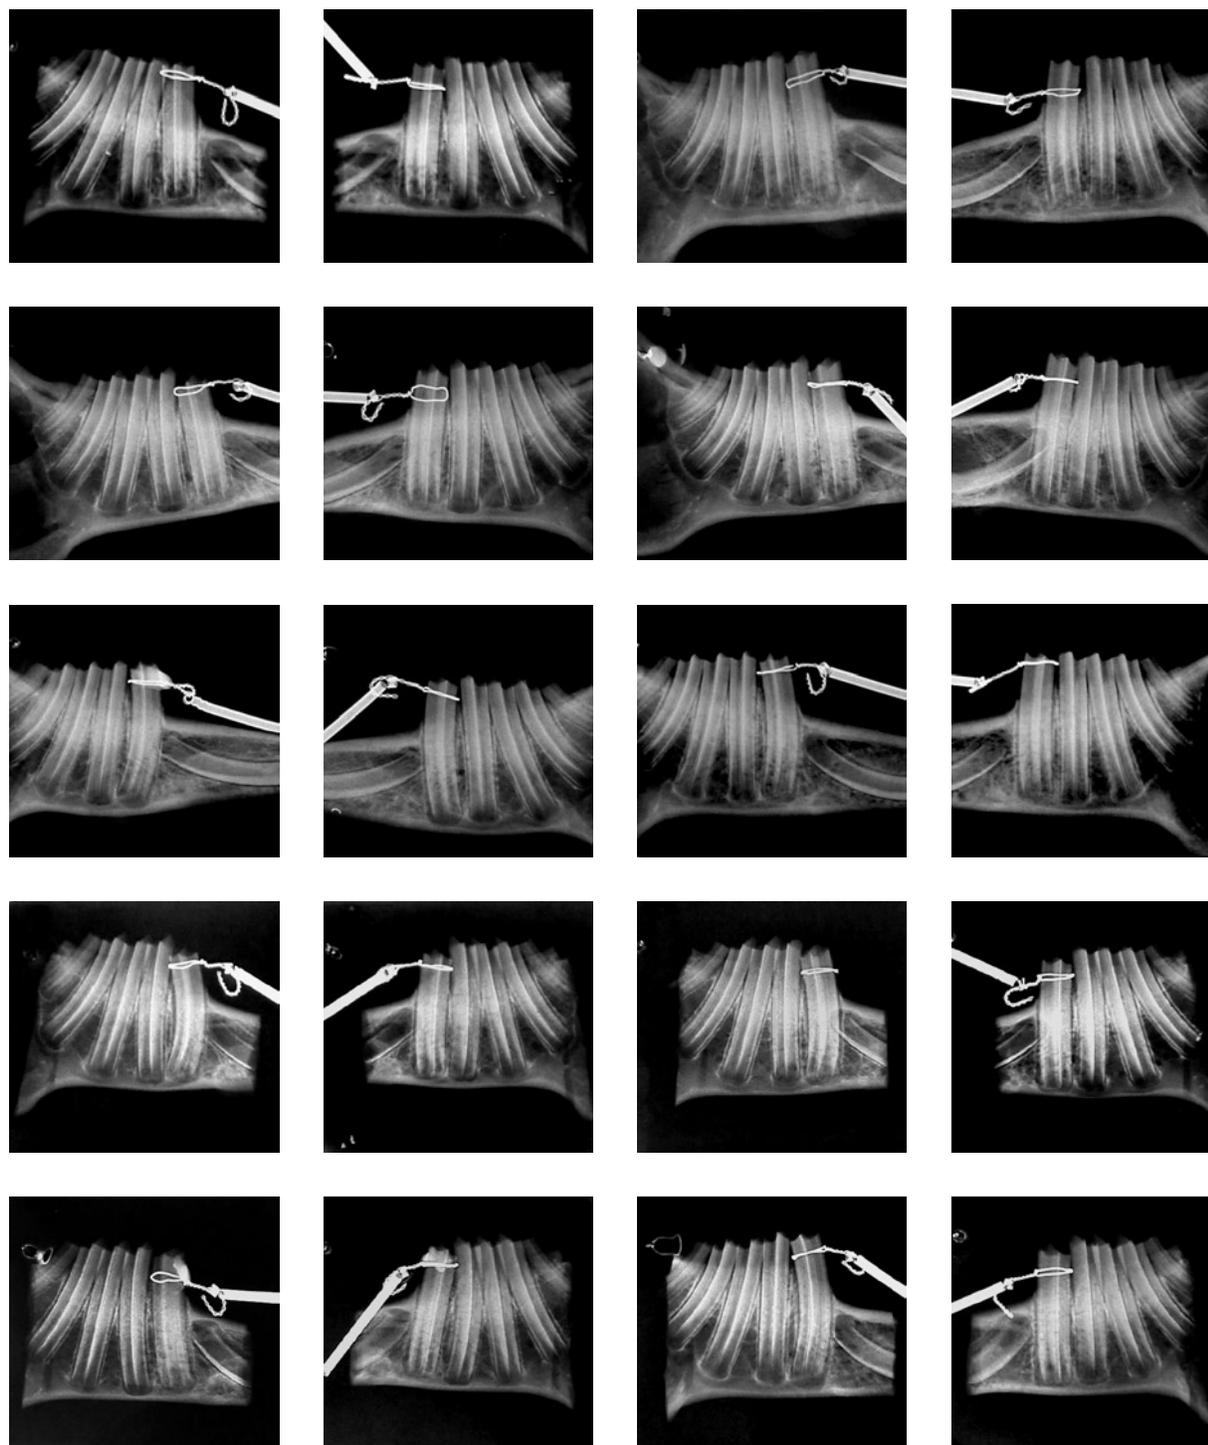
Fotografia das radiografias dos animais do grupo experimental 7 e 14 dias. Vista dos hemiarcos direito e esquerdo, respectivamente.
